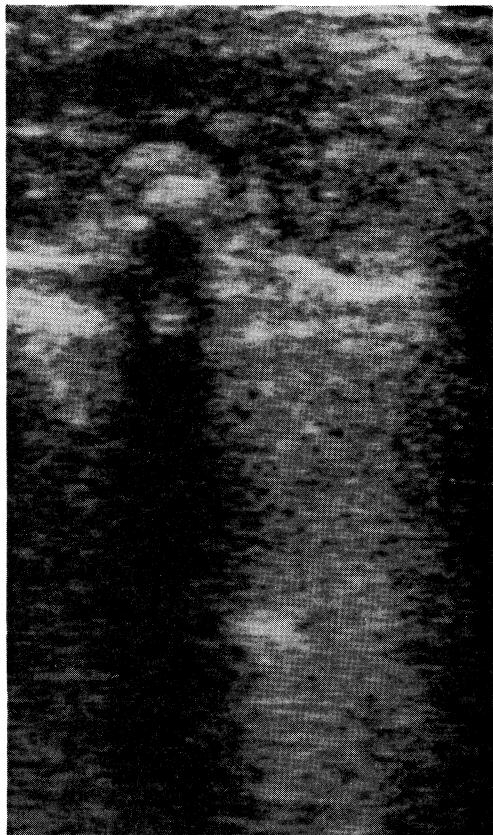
Ultrasonogram. "Target" consisting of concentric circles with two hyperechoic and two hypoechoic layers follows acoustic shadow.
